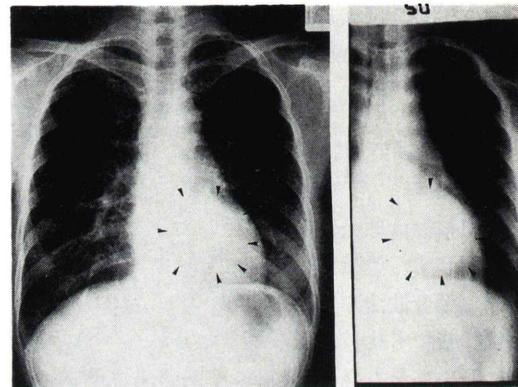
Chest x-p shows tumor shadows (black arrows) in plain left and tomographic (right) x-p.
